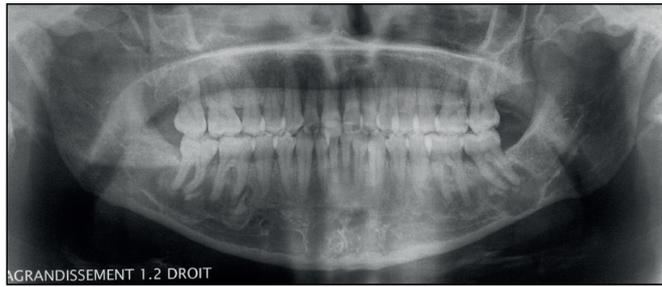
Radiographie panoramique réalisée dans le cadre du bilan initial d'orthodontie. Lésions osseuses apicales mandibulaires d'allures mixtes : ostéoporotique (racine distale 47), ostéolytique (racine distale 46), cémentoblastique (racines mésiales 37, 46, 47), mature (37) et aspect floride.
